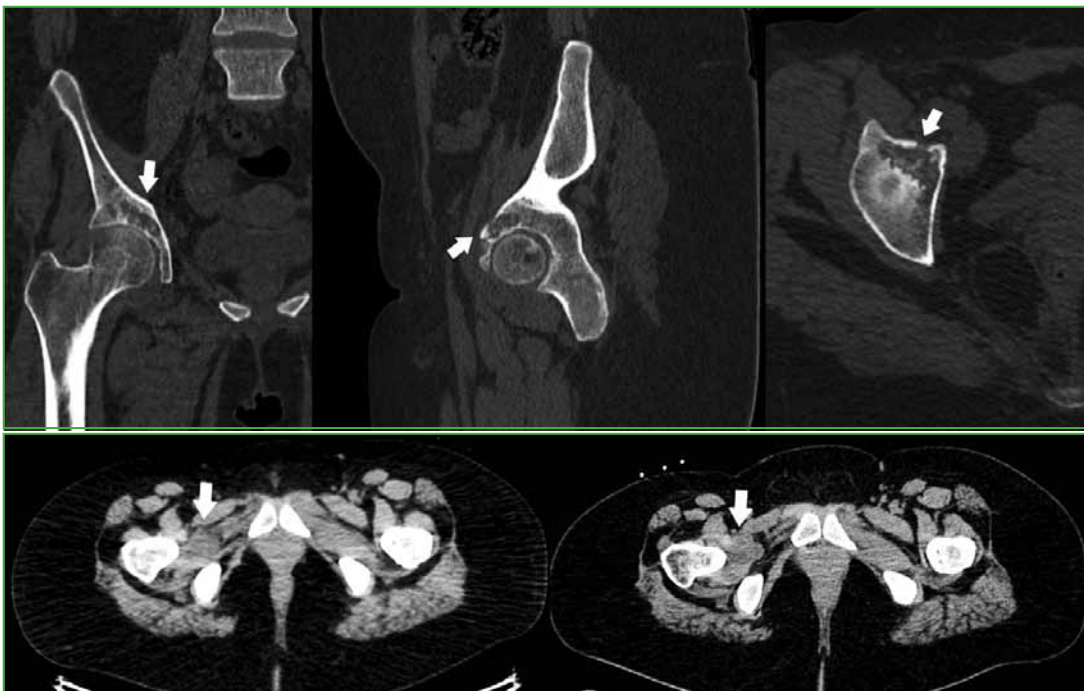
Tomografía computarizada de cadera derecha. Se visualiza la progresión de la lesión, ahora con un componente lítico, con compromiso de la cortical en los cortes coronal (A), sagital (B) y axial (C). D. Ventana de partes blandas. Se visualiza un ligero aumento del tamaño de la lesión adyacente a la articulación (derecha) comparada con el estudio del mes anterior (izquierda).
